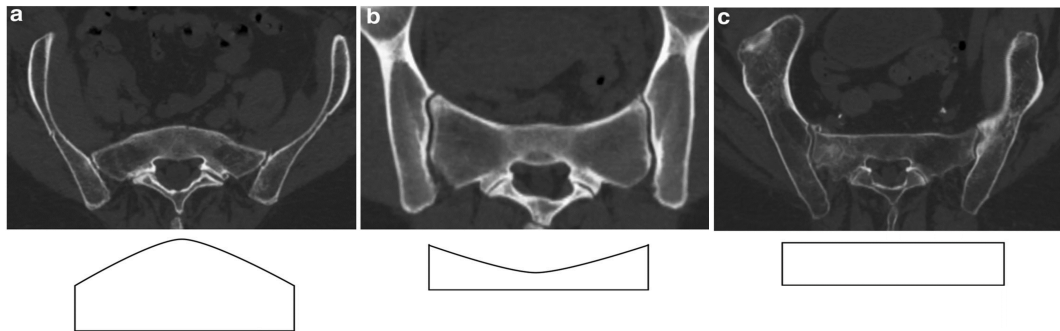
Coronale CT-Schnitte mit der Darstellung der Formbeschreibung von Sakren nach Goetzen et al. (Goetzen et al. 2016) mit (a) ascendierendem, (b) deszendierendem und (c) horizontalem Typ
